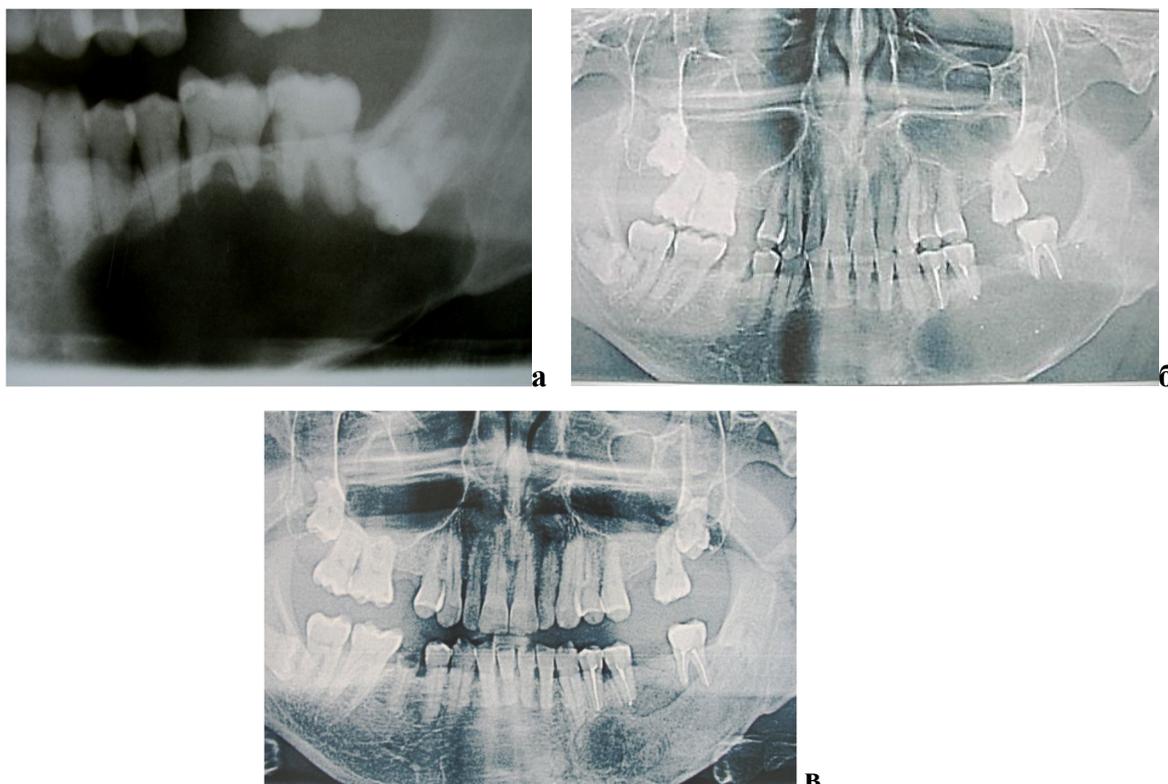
Пациент В., 1955 г.р. Д-з: «Нагноившаяся фолликулярная киста нижней челюсти в области 3.3-3.8, ретенция 3.8». Фото ортопантомограмм: а – до, б – после лечения через 6 и в - 12 месяцев
